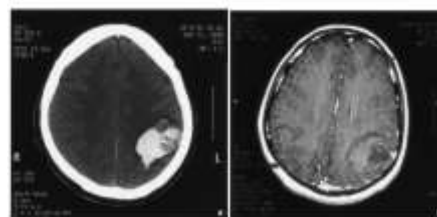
(a) Non-contrast CT scan revealing onset of hemorrhage within an isolated, 400 treated area. (b) Contrast-enhanced CT scan of the brain in the same axial plane, with mild-to-moderate peritumoral enhancement.
